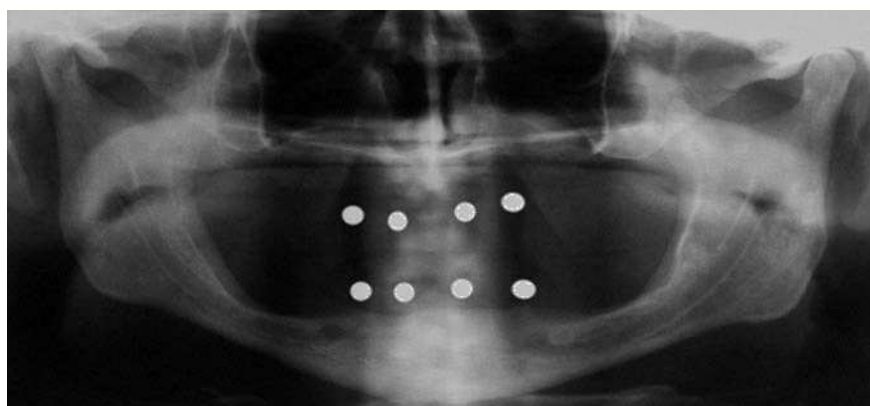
Radiografía panorámica después de la colocación de la férula quirúrgica.
